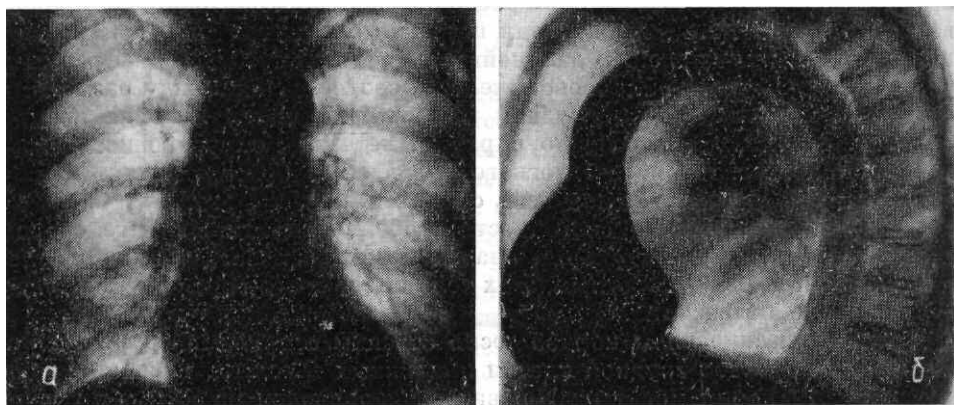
Рентгенограммы органов полости грудной клетки в прямой передней и левой боковой проекциях больной в возрасте 73 лет.
